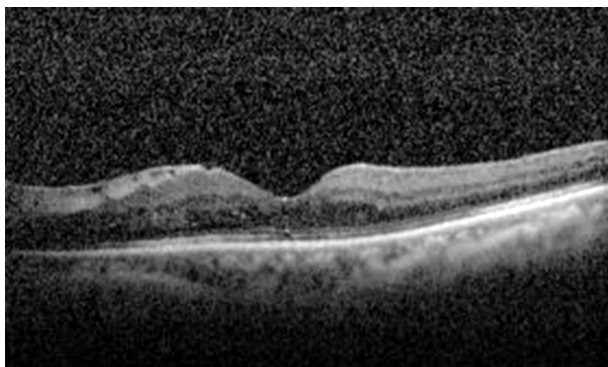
Optical coherence tomography of left eye shows improved macular edema after inadvertent intralenticular insertion of dexamethasone implant.
